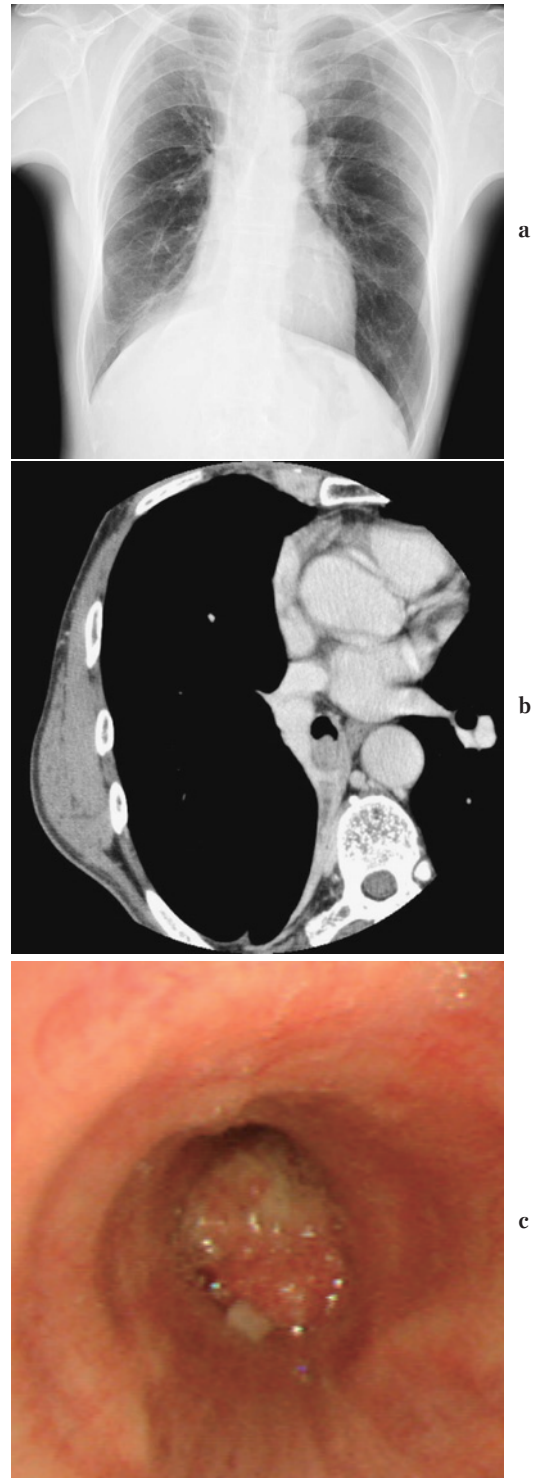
Hilar type lung cancer of the right lower lobe. (a) P-A view: Atelectasis of right lower lobe is observed. There is no silhouette sign on right heart border. (b) Contrast CT: Atelectasis of right lower lobe is clearly observed. (c) Bronchoscopic finding: Tumor (squamous cell carcinoma, cT2N0M0) is observed at the orifice of the right lower bronchus.
